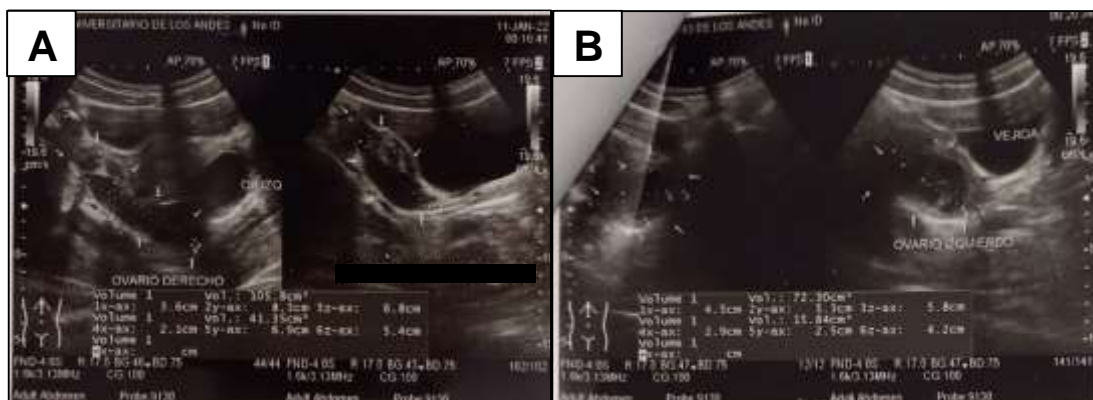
Ultrasonido pélvico donde se observa, 1a. ovario derecho aumentado de tamaño con varias imágenes anecoicas bien definidas, 1b. Ovario izquierdo con imagen anecoica, redondeada y bien definida, con tabiques finos en su interior.
